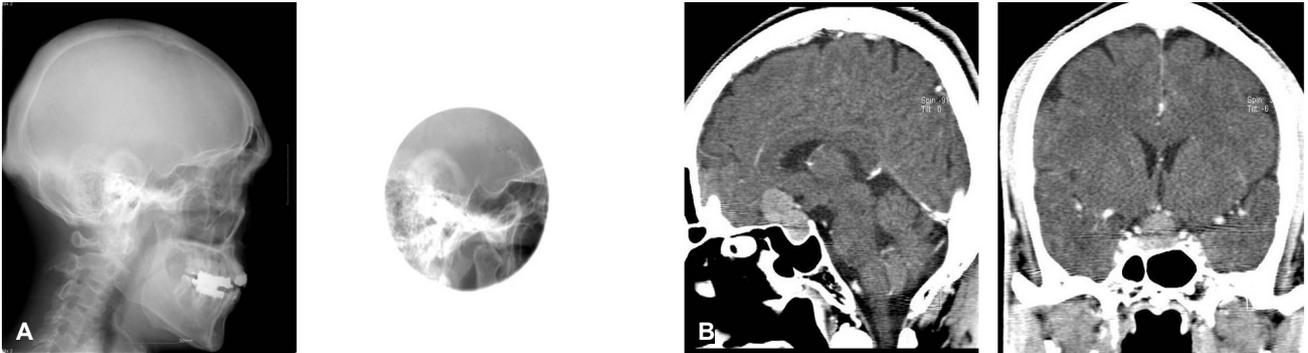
Radiologic findings. (A) Skull X-ray shows widening of the pituitary fossa. (B) Sellar MRI with contrast shows a large lobulated mass lesion on the pituitary gland.
